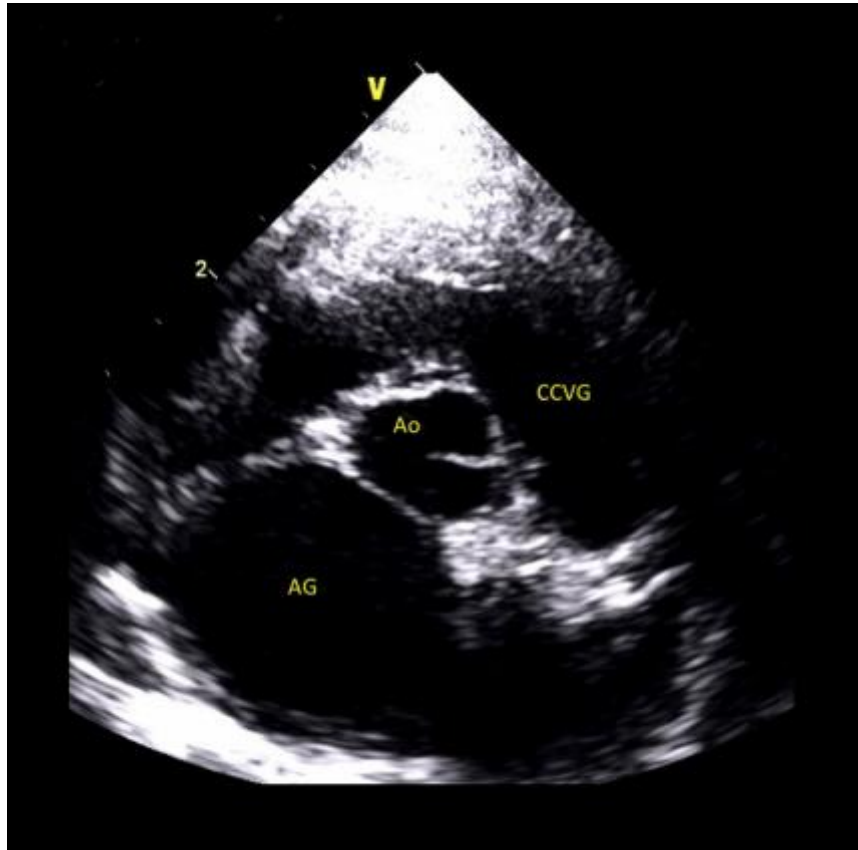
Coupe petit axe transaortique (mode bidimensionnel) obtenue par voie parasternale droite montrant une dilatation atriale gauche majeure.
